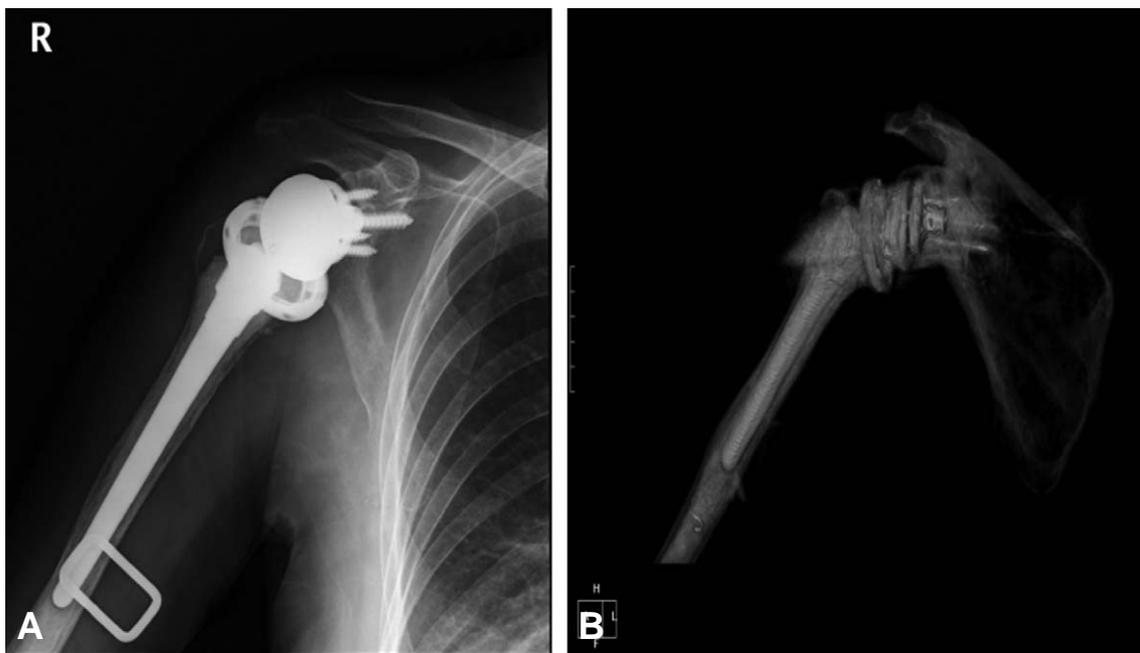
Plain radiograph (A) and 3-dimensional reconstruction CT (B) of the cemented reverse total shoulder arthroplasty (Biomet comprehensive reverse system).
